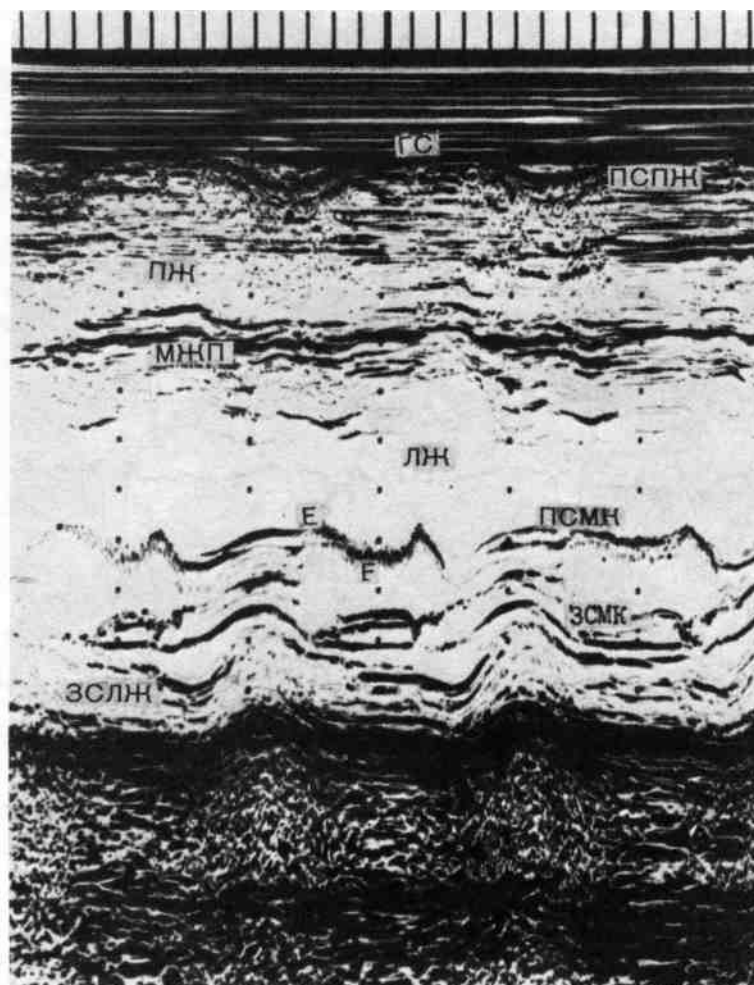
Эхокардиограмма при недостаточности клапана аорты (регистрируется трепетание передней стенки левого предсердно-желудочкового клапана).
